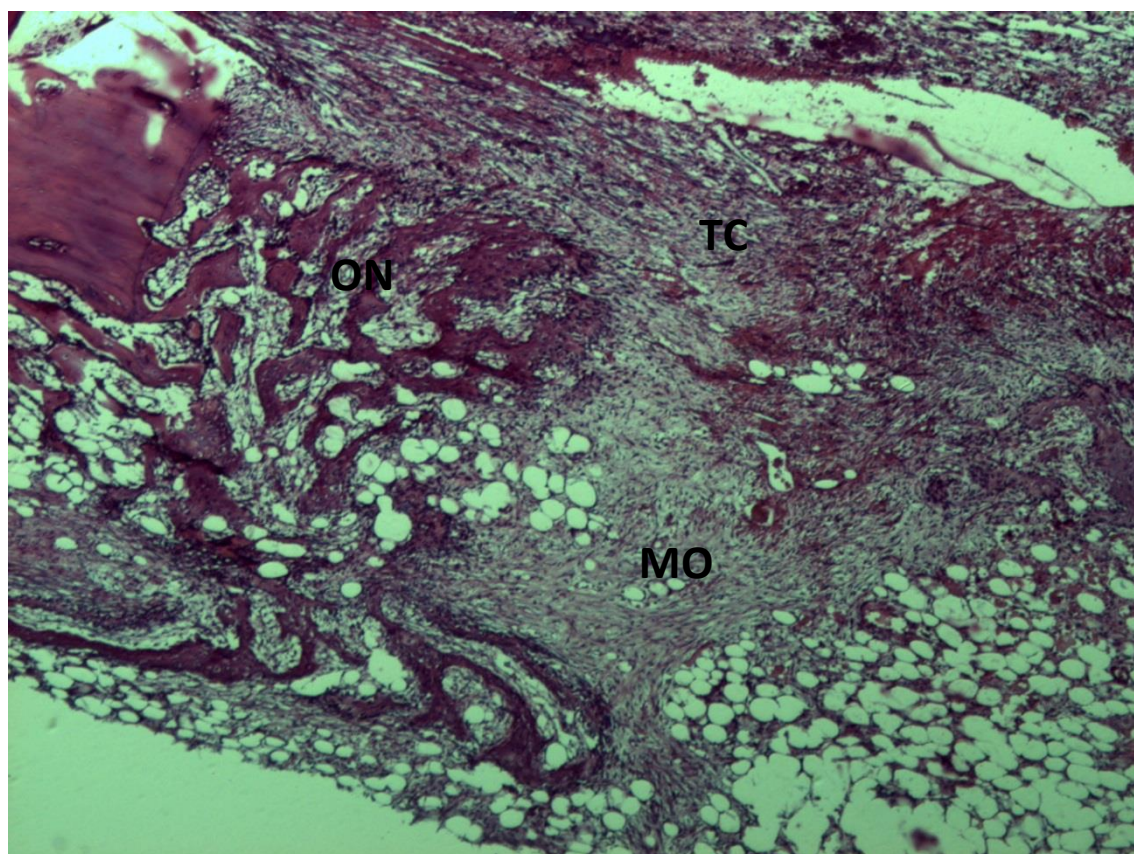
GC aos 7 dias (H.E. 63x) ON- Osso Novo, MO- Medula óssea, TC- Tecido Conjuntivo
